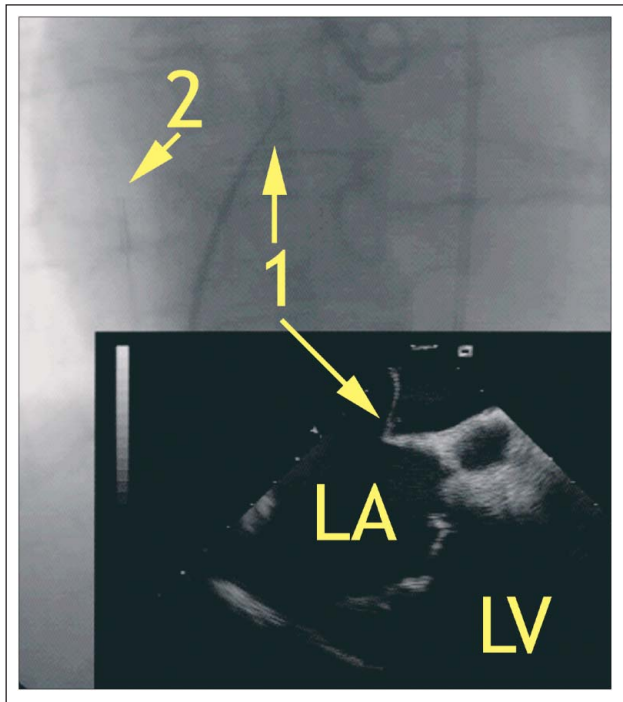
Punktion des interatrialen Septums unter intrakardialer echokardiographischer Sicht. 1: „Tenting“ ausgelöst durch das Vorschieben der Brockenbrough-Nadel gegen das interatriale Septum; 2: AcuNav®-Katheter in der Durchleuchtung; LA: linker Vorhof; LV: linker Ventrikel. Nachdruck mit Genehmigung aus [Bartel T et al. Intracardiac Echocardiography. In: Otto CM. Practice of Clinical Echocardiography. 3rd ed. W. B. Saunders, Oxford, 2007]. © Elsevier
